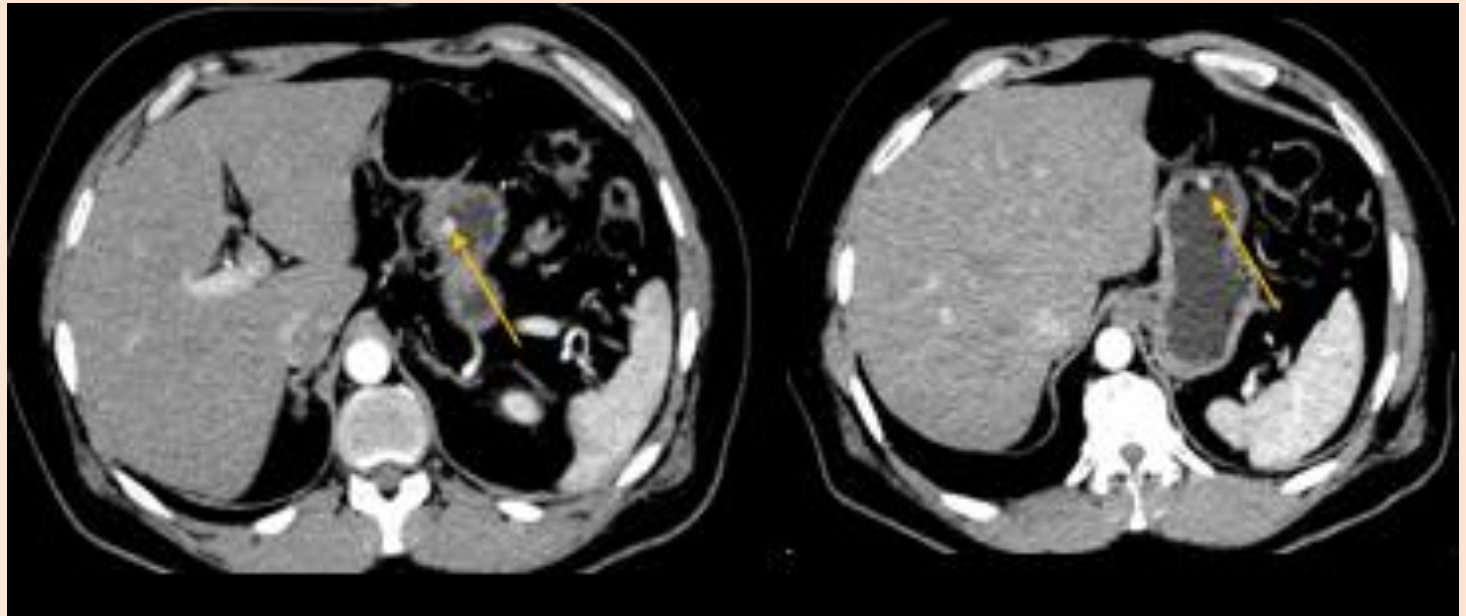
TC ABDOMEN, FASE ARTERIAL.
